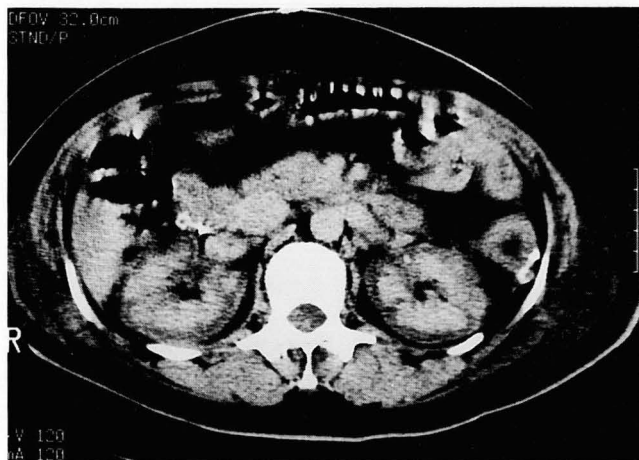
The contrast-enhanced CT shows bilateral lack of enhancement of renal cortices with enhancement of a thin peripheral subcapsular cortex and medulla.
